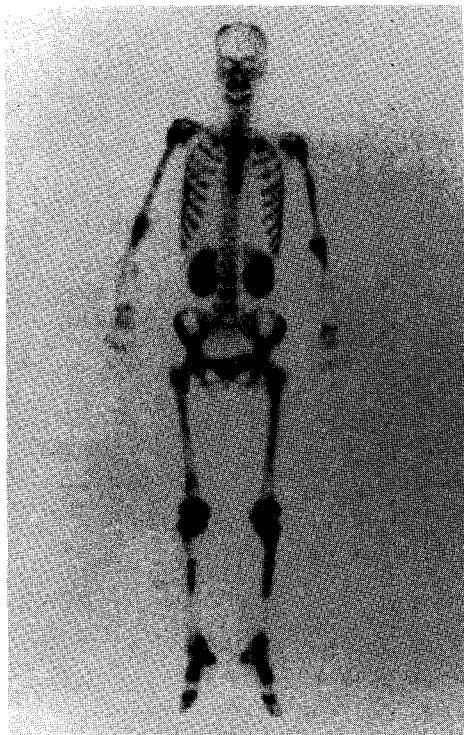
Focal and juxta-articular uptakes: Whole body bone scintigram showed focal increased uptakes on femur and tibia & bilateral symmetrical periarthritis hot uptakes.
